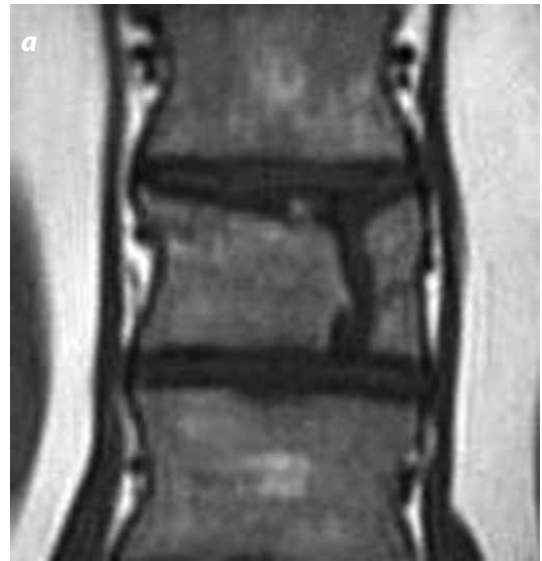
a) Fractura A.2.1. Corte coronal de RM en T1 con fisura sagital de T12. b). Se observa la misma hendidura sagital con información en T1, pero en el plano axial.
